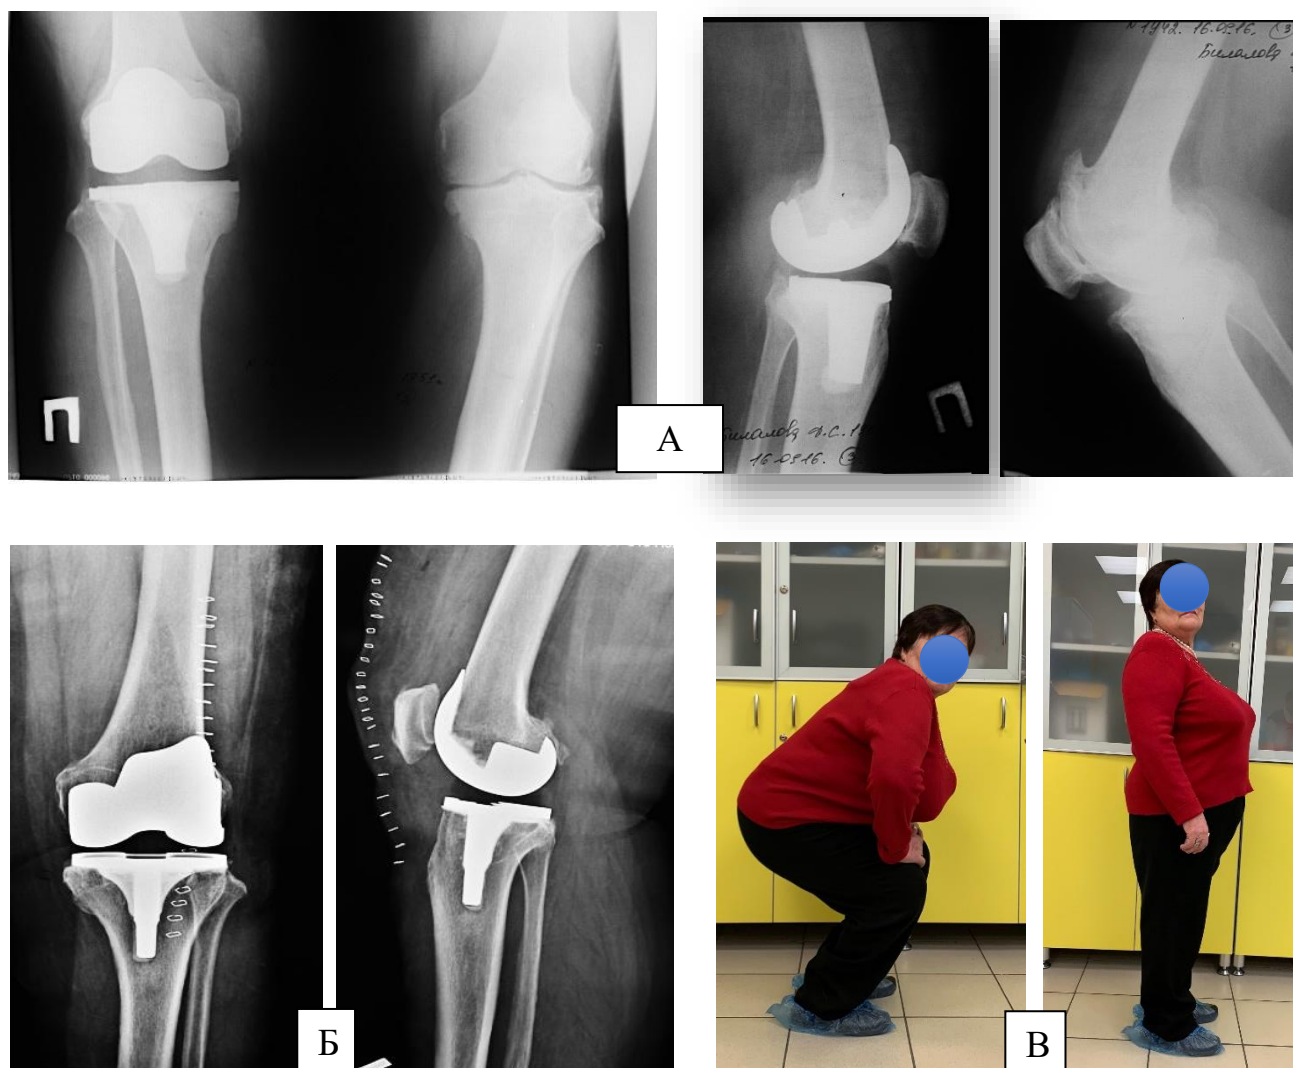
Рентгенограммы коленных суставов пациентки Б.Ф.С. 65 лет на этапах лечения, где: А) через год после эндопротезирования справа и перед операцией слева, Б) после эндопротезирования слева; В) функциональные возможности через три месяца после операции слева.
